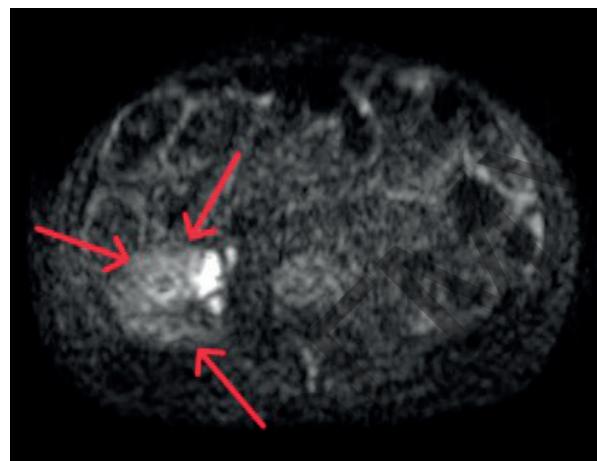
Опухолевидное образование в правой подвздошной области (указано стрелками) (режим DWI ax)
